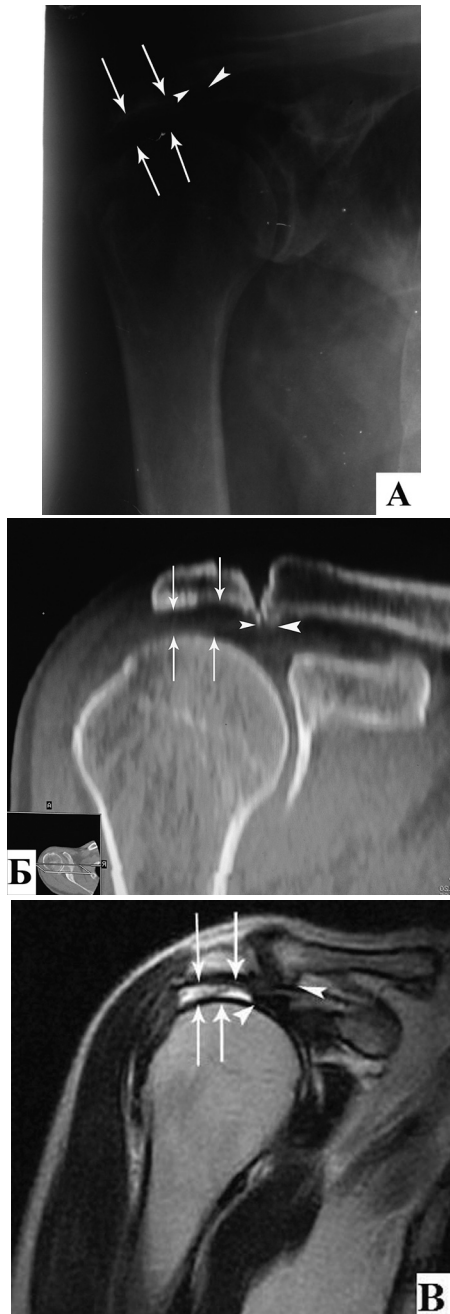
Порівняльна рентгенограма в прямій проекції — А, комп'ютерна томограма, фронтальна реконструкція — Б, магнітно-резонансна томограма в косій коронарній проекції, T 2 33 — В, правого ключично-акроміального і плечового суглобів хворого П., 64 років з діагнозом: імпінджмент синдром правого плечового суглоба, розрив ротаційної манжети правого плеча. Ознаки артрозу ключично-акроміального суглоба у вигляді звуження суглобової щілини, нерівності, потовщення замикальних пластин, крайових кісткових розростань (головки стрілок) найкраще визначаються на комп'ютерній томограмі. Звуження субакроміального простору визначається на всіх знімках (стрілки)
